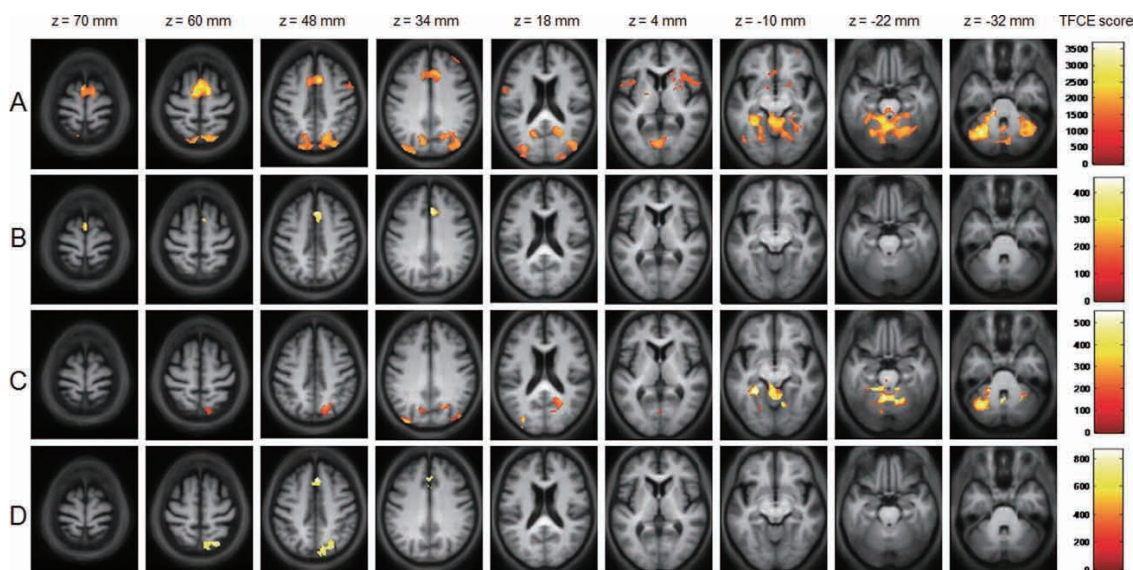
結果は被験者全 30 例から得た標準化定位脳の平均的な解剖学的 MRI 画像の横断像に重ねて表示している。各スライスについて、前交連および後交連を通過する軸平面からの近似距離 (z) を各列上部に示す。統計学的閾値は threshold-free cluster enhancement (TFCE) 法を用いて算出。Familywise error (FWE) 補正後に有意性閾値 $p < 0.05$ を満たしたボクセルのみを示す。カラーバーは TFCE スコアに基づく有意性レベルを示す。(A) 対照群における歩行の心的イメージによる平均的な脳活性化パターン。(B) PD 患者群における歩行の心的イメージによる平均的な脳活性化パターン。(C) PD 患者群に比べ、対照群において歩行の心的イメージによる脳活性が上昇していた領域。(D) PD 患者群では、25 m 歩行スコアで評価した歩行障害の重症度の上昇に応じて、歩行の心的イメージによる脳活性の低下が認められる (オンライン版の Supporting Information 参照)。
